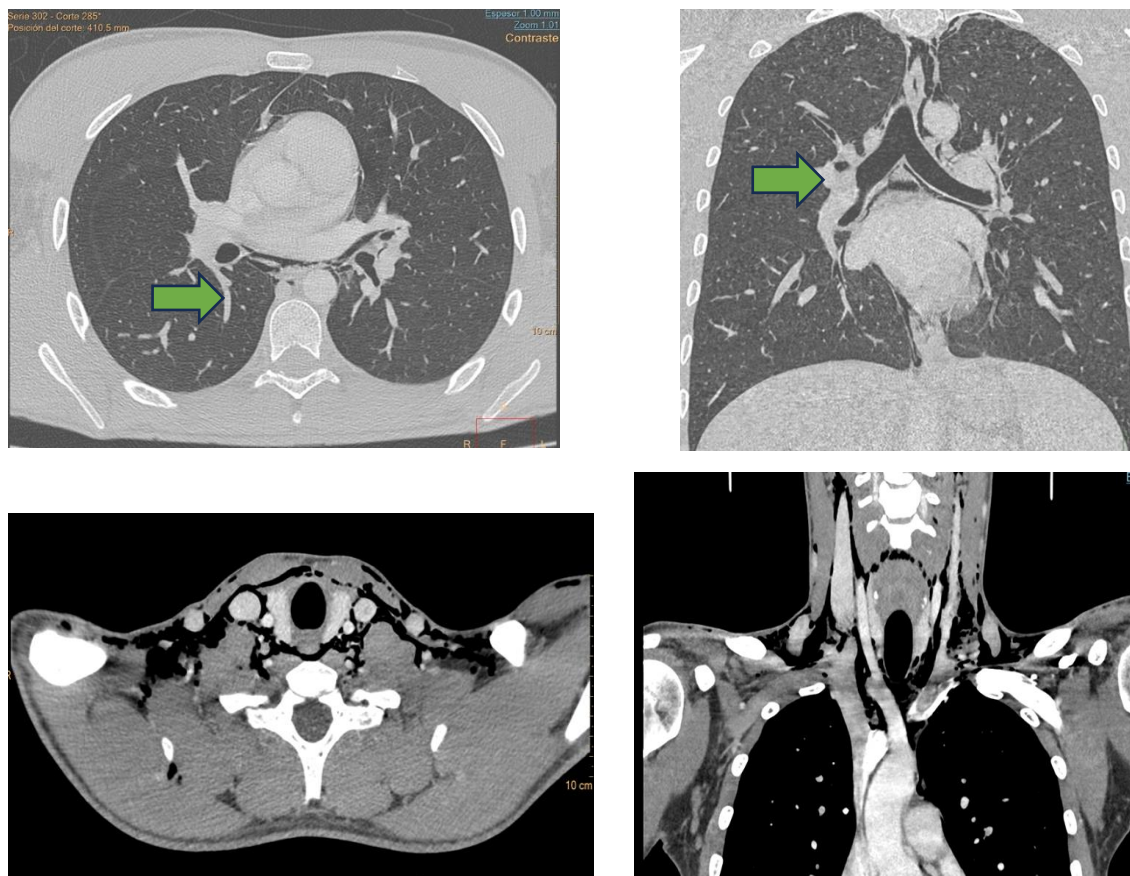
TC de tórax en proyecciones axial(A-C) y coronal (B-D), en ventana de pulmón (A,B) y mediastino (C,D), donde se visualiza la presencia de enfisema subcutáneo cervical que diseca planos profundos de cuello, supraclavicular y torácico, así como neumomediastino rodeando a esófago, aorta, corazón y árbol traqueo bronquial. Sin signos de perforación esofágica ni aérea. Efecto Macklin (flechas verdes). (Servicio de Radiodiagnóstico. Complejo Asistencial de Zamora).
